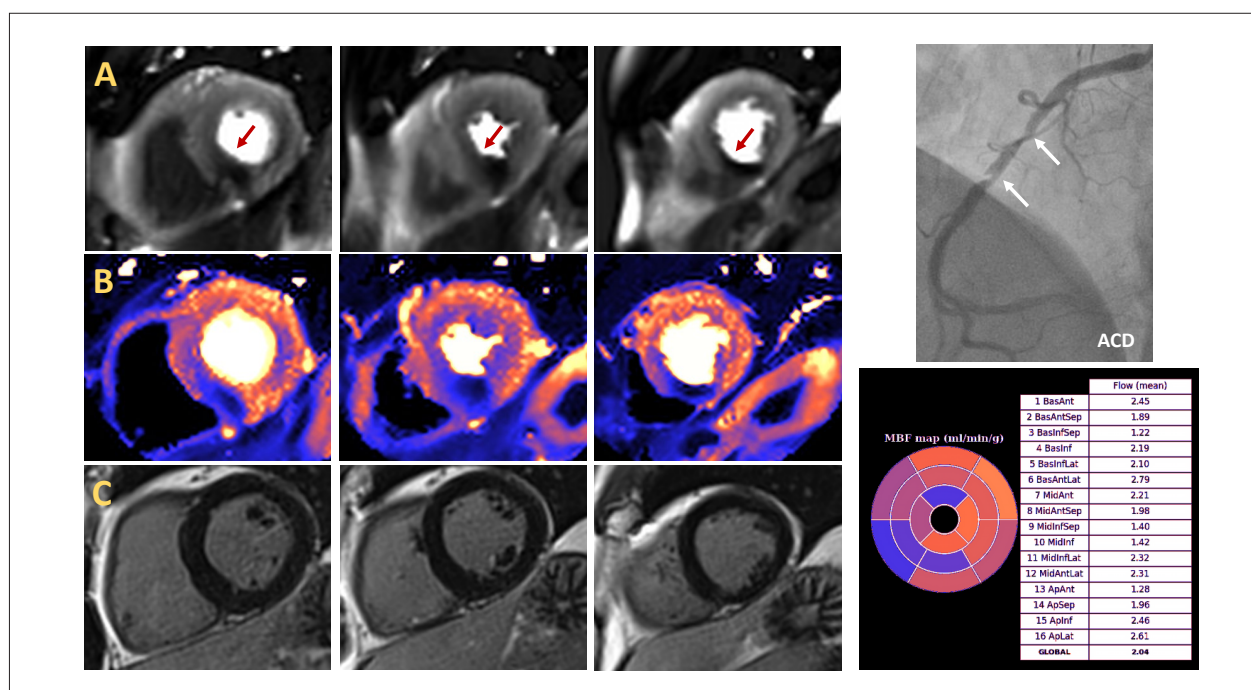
Ressonância magnética cardíaca em um paciente com angina. As imagens de perfusão de primeira passagem de estresse mostraram defeito de perfusão miocárdica induzível significativo durante a infusão de adenosina no território da ACD (painel A, setas vermelhas). O defeito de perfusão foi confirmado por mapeamento de perfusão em linha automatizado (painel B, áreas azuis) e quantificado como MBF de estresse segmentar (mapa MBF; canto inferior direito). As imagens de realce tardio com gadolínio não mostraram infarto do miocárdio ou cicatriz, com todos os segmentos totalmente viáveis (painel C). O paciente foi, portanto, encaminhado para angiografia coronária que demonstrou estenose significativa na ACD. ACD: artéria coronária direita.
